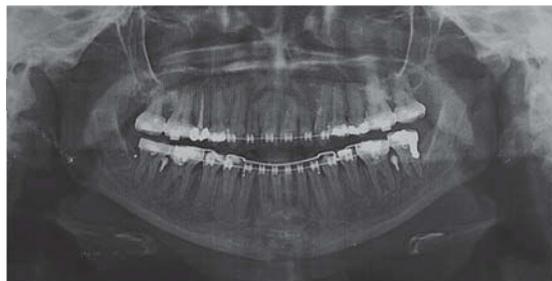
Radiografía que muestra la colocación de los mini-implantes en la mandíbula entre el primer y segundo molar izquierdo y derecho.
